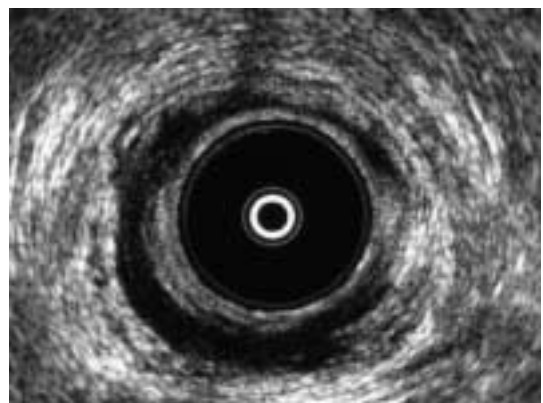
Cliché d'endosonographie anale de madame V, 64 ans, (appareil de Bruel Kjaer, Sonde 6005 10 MHz).
